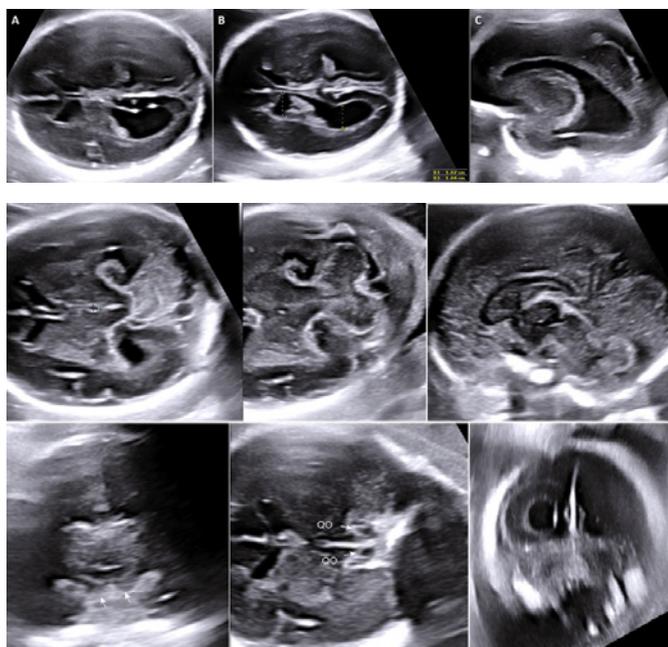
Neurosonografia fetal. A,B,C avaliação da ventriculomegalia. Imagens da linha média posterior e fossa posterior. As setas indicam o quiasma óptico.
